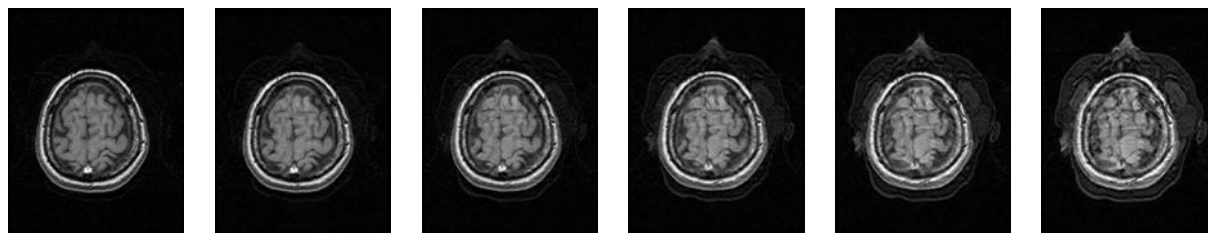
Les 6 dernières coupes axiales successives d'une IRM pondérée en T1 et acquise selon la technique dite 3D-FT laisse apparaître petit à petit un repliement en superposant à ces coupes une image provenant des premières coupes du volume acquis.*
